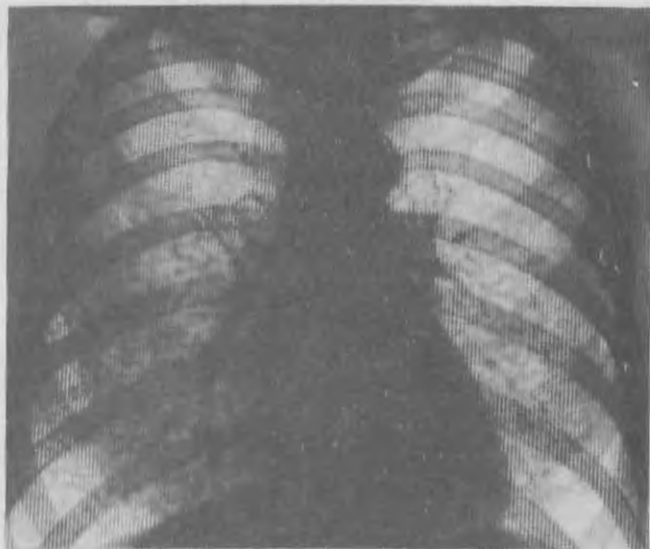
Рентгенограмма грудной клетки при саркоидозе легких. Двусторонняя диссеминация преимущественно в средних отделах обоих легких, более выраженная в прикорневой области справа.
